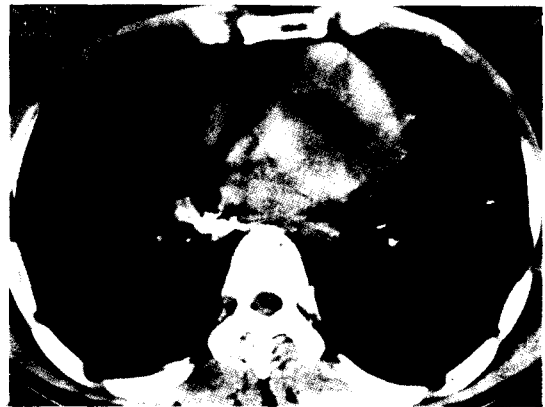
Chest CT scan shows a large calcific node between right middle and lower lobar bronchi(arrow).
